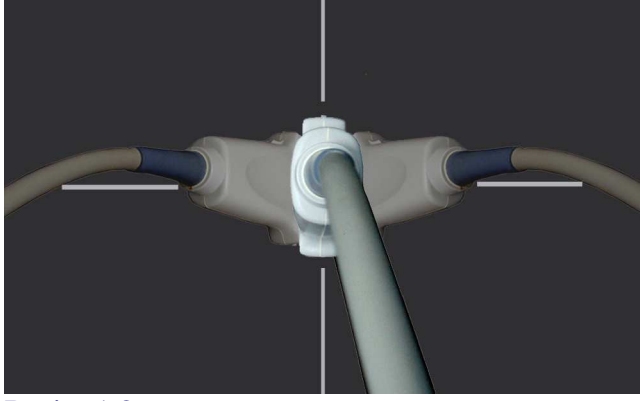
Ultrasonografik ses demetine göre iğne uzun eksenin kayması. Bu durum ultrasonografik görüntüde iğnenin görülmesine rağmen iğne proksimal ve distalini görüntüye yansıtılmaktadır (İğnenin 1 ve 2 nolu kısımları). Kusur, prob döndürme manevrasıyla giderilir.
